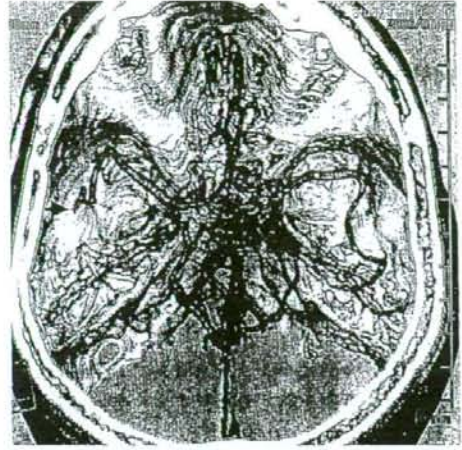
3D-CT 右MCAのM3の途絶を認める
